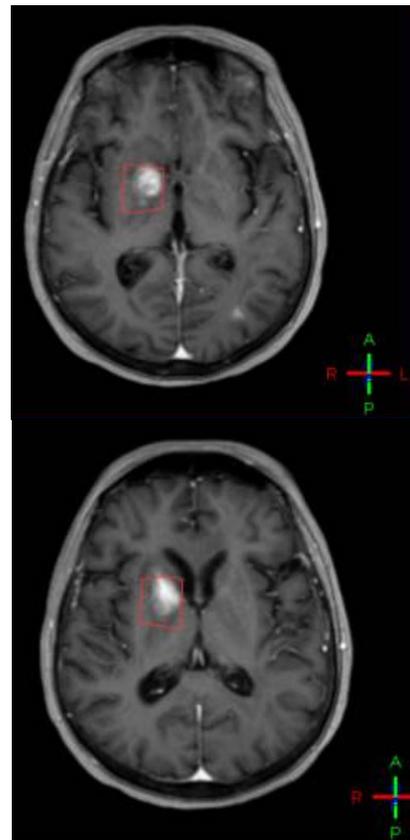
Ressonância nuclear magnética de crânio paciente 5.
